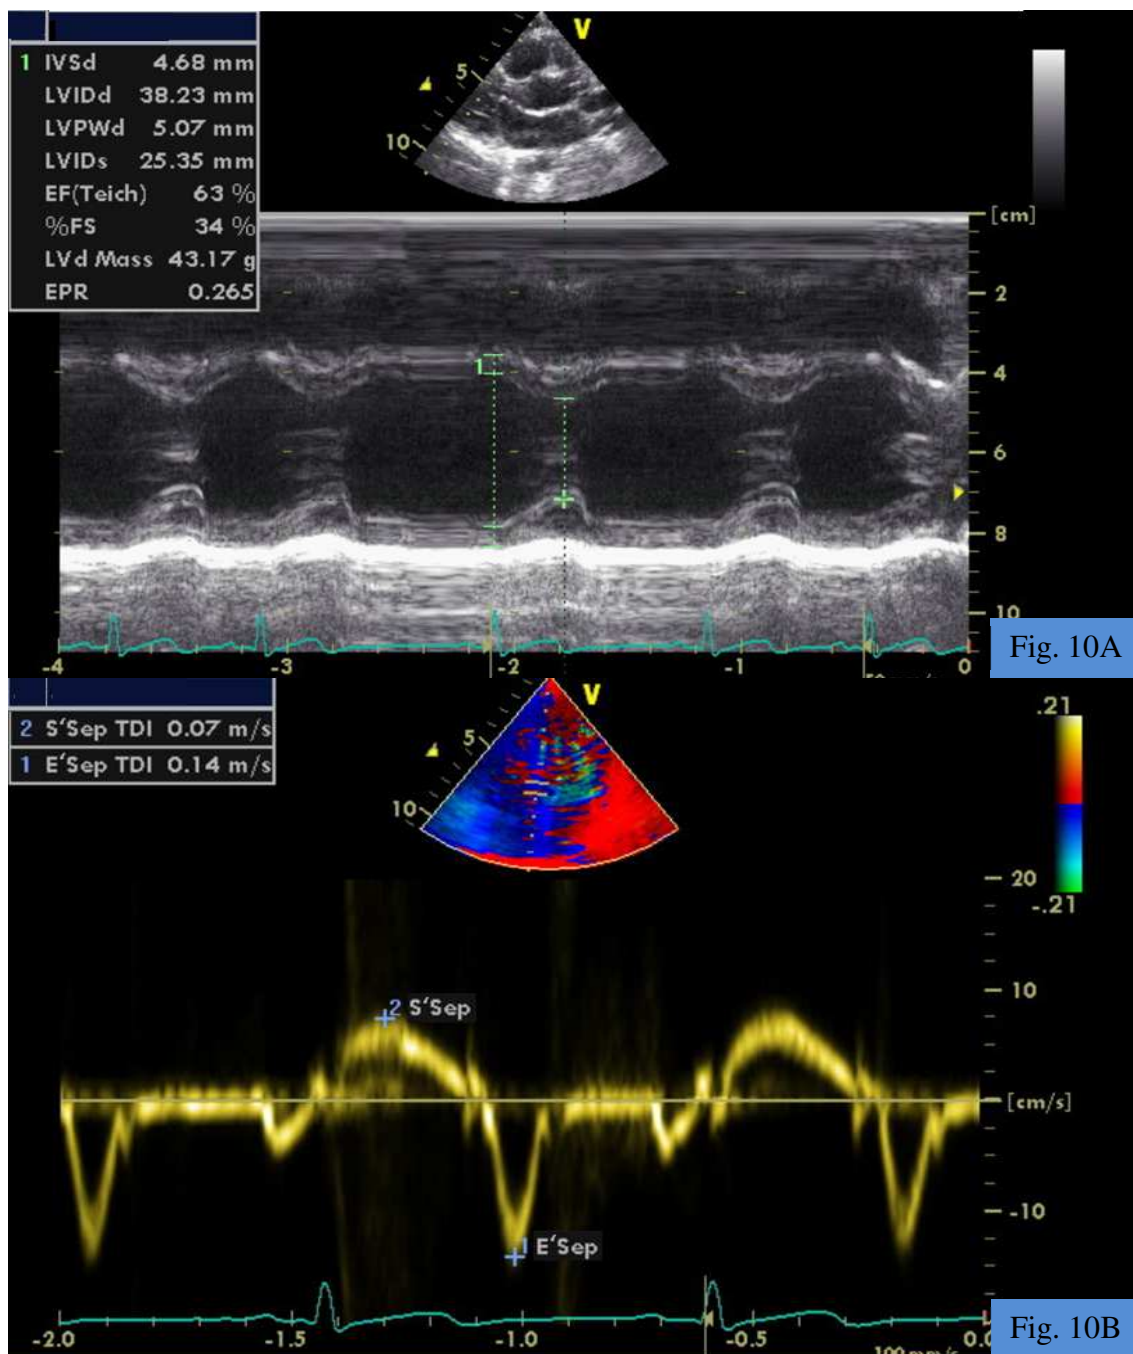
Avaliação do Ventrículo Esquerdo (VE) em modo-M (10A) e em Doppler Tecidual (10B). Na Figura 10A está ilustrada a medição da Espessura do septo interventricular em diástole, Diâmetro telediastólico do VE, Espessura da parede posterior do VE em diástole, Diâmetro telessistólico do VE, Fração de ejeção, Fração de encurtamento e Massa do VE. O valor de cada um destes parâmetros está indicado no canto superior esquerdo, onde foram utilizadas as respectivas siglas anglo-saxónicas. A Figura 10B, mostra a medição da velocidade do miocárdio do septo interventricular em sístole (S') e em protodiástole (E').
